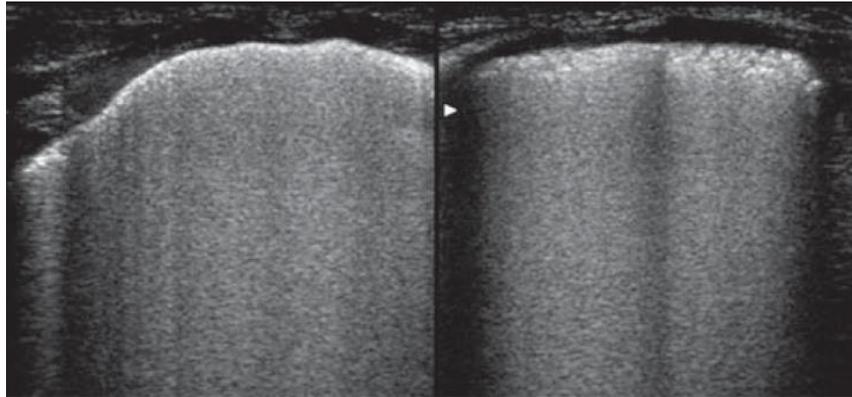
Pulmón con SDR neonatal. (Extraído de Vergine M, Copetti R, Brusa G, Cattarossi L. Lung Ultrasound Accuracy in Respiratory Distress Syndrome and Transient Tachypnea of the Newborn. *Neonatology* 2014; 106: 87-93.) Imagen compatible con pulmón blanco en neonato con SDR con aumento de líneas B y línea pleural irregular o mal definida.
